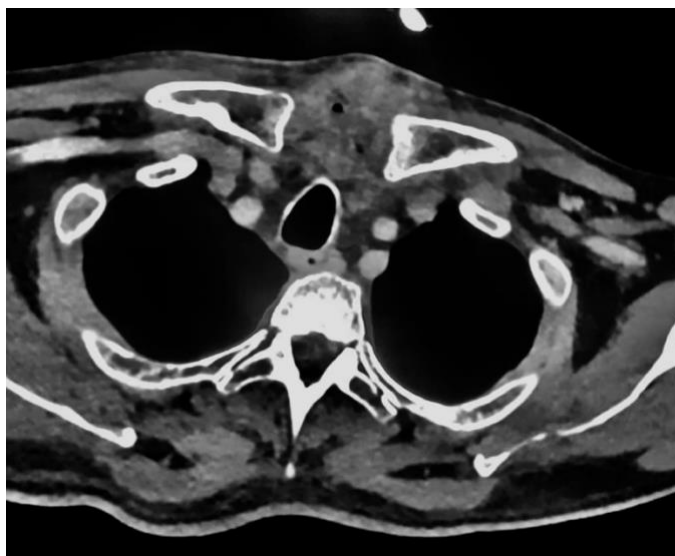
TC contrastada, de un paciente con mediastinitis y deshiscencia. Obtenida del PACS del Instituto Nacional de Cardiología.
